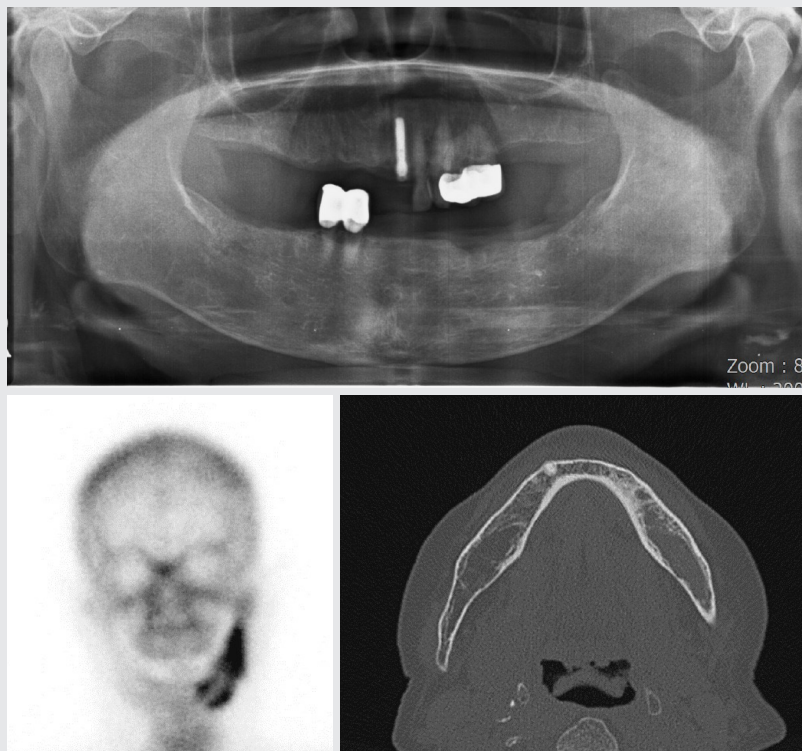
Plain panoramic x-ray and CT showed close to normal findings even though the clinical fistula and bone scan showed hot spots.
